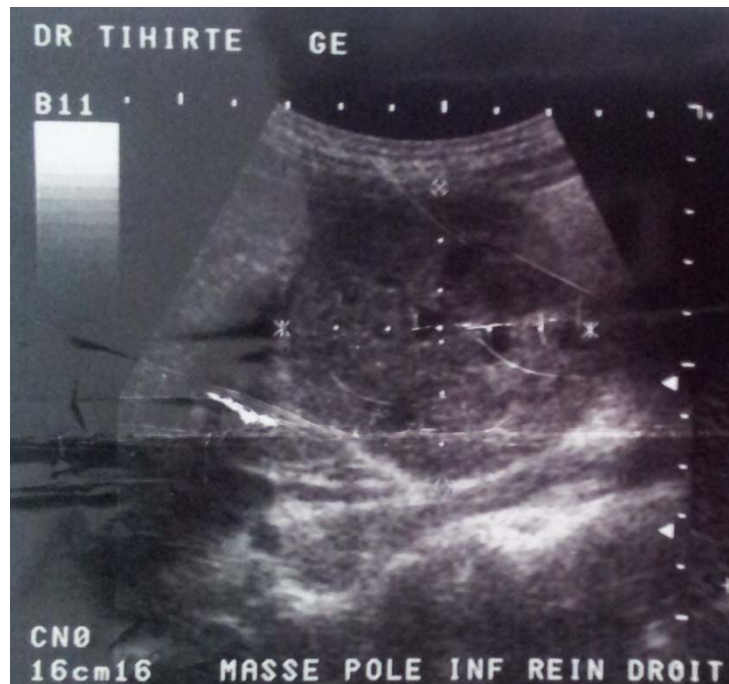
image échographique montrant une lésion rénale droite polaire inférieure tissulaire bien limité de 6,8x5,8mm avec zone de nécrose a l'intérieure. (Observation 4)
